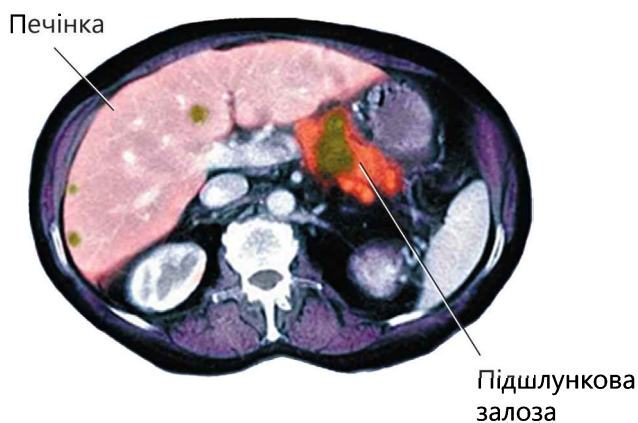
ПЕТ-КТ. Пухлинне ураження підшлункової залози
